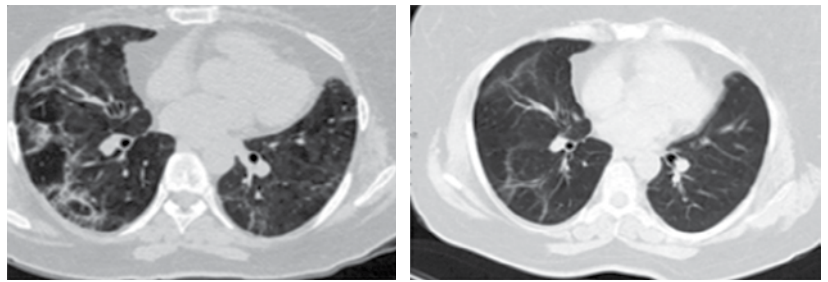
КТ ОГК: динамика изменений у пациентки А. на фоне лечения
